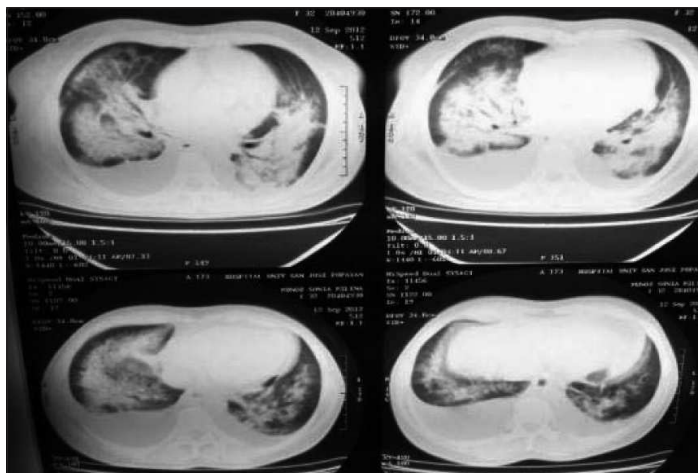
Caso 3. TAC de tórax
